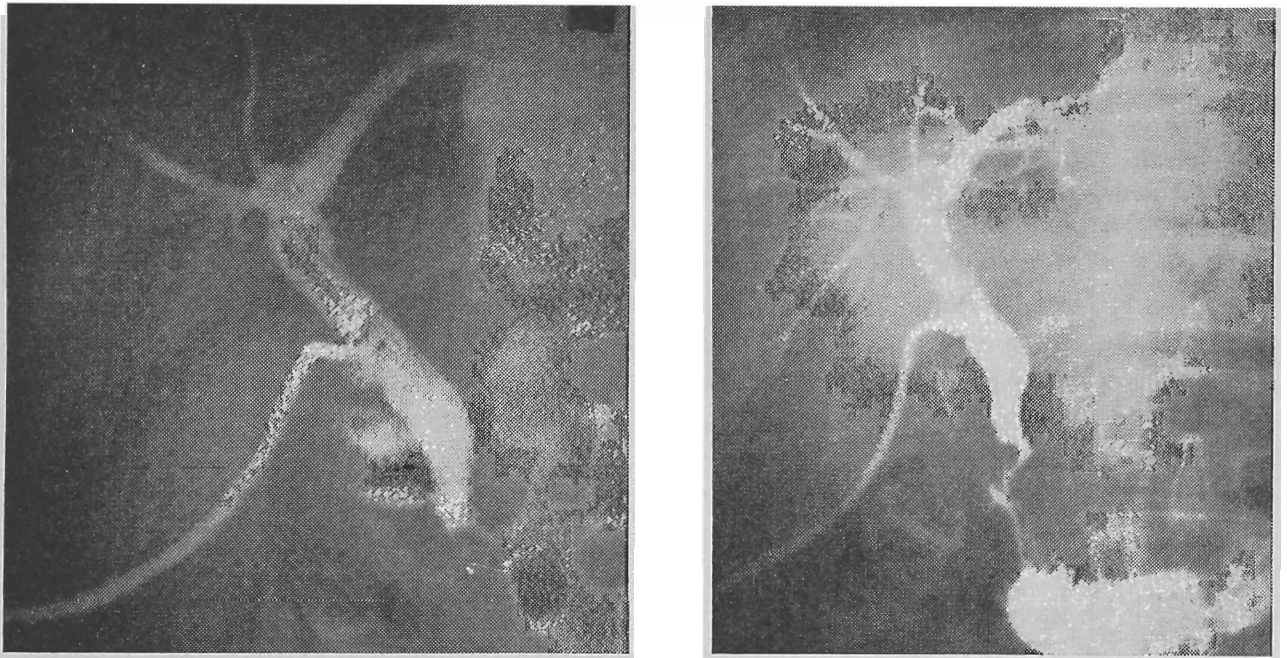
Hipertonia de Oddi e prova do nitrito. À esquerda, colangiografia pós-operatória. Durante o exame o paciente acusou dor. Em tôdas as três radiografias, praticamente, não houve passagem de contraste para o duodeno e o colédoco termina por uma linha de discreta convexidade voltada para cima, simulando um cálculo. À direita, colangiografia após inalação de nitrito de amilo. Provocou-se a abertura do esfíncter de Oddi, com o que se desfez a imagem anterior.
